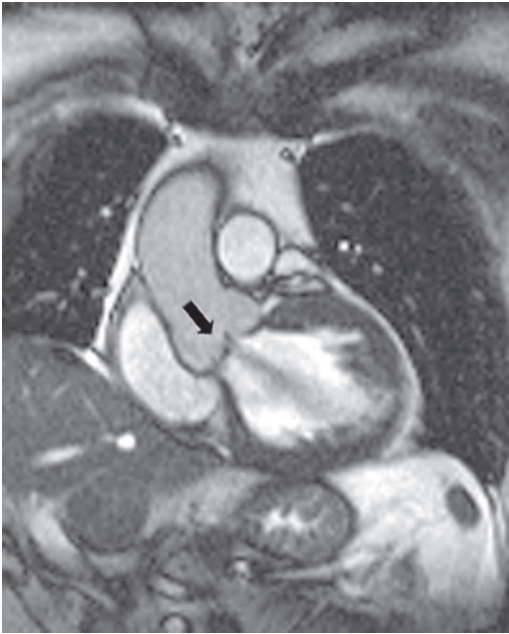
Кино-магнитно-резонансная томография при недостаточности аортального клапана (стрелкой указаны створки аортального клапана, за которыми начинается поток аортальной регургитации).
